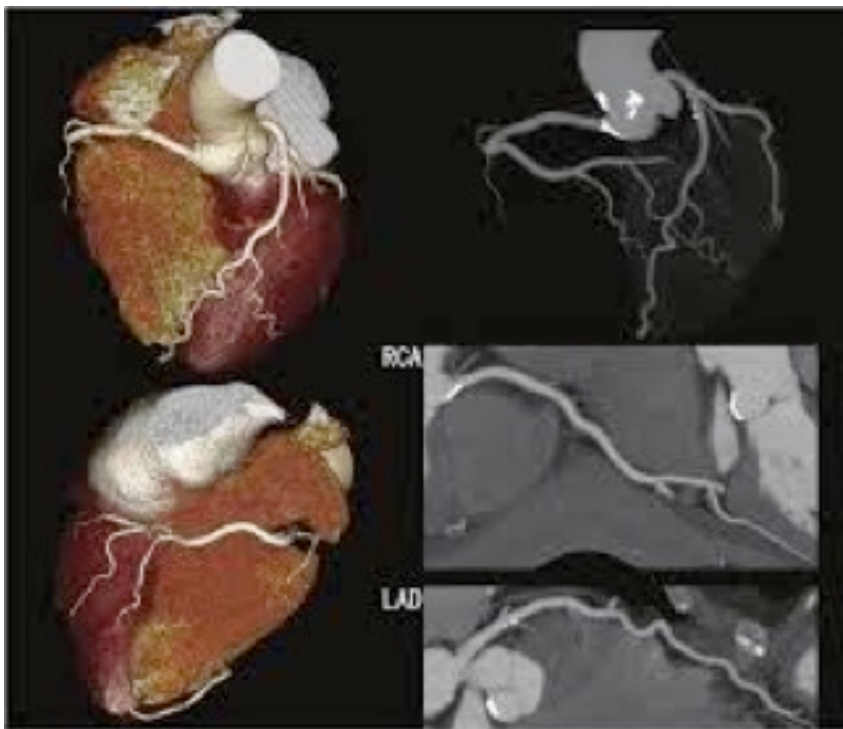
Ricostruzioni Volume Rendering, Maximum Intensity Projection (MIP) e Multiplanari (MPR) in esami effettuati con scanner TC a 640 strati.
